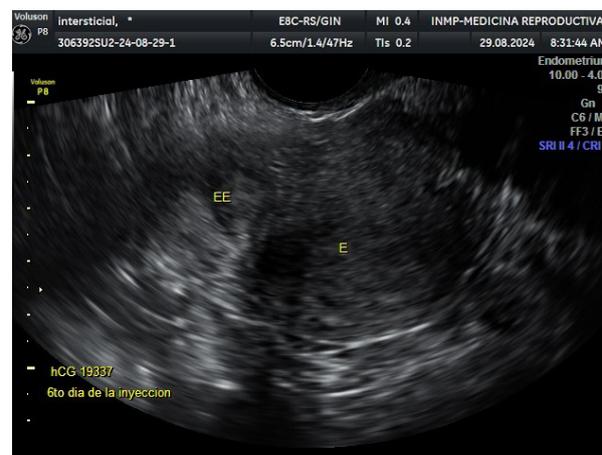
Ecografía transvaginal que muestra la disminución del saco gestacional en cuerno uterino derecho tras tratamiento con metotrexato.
